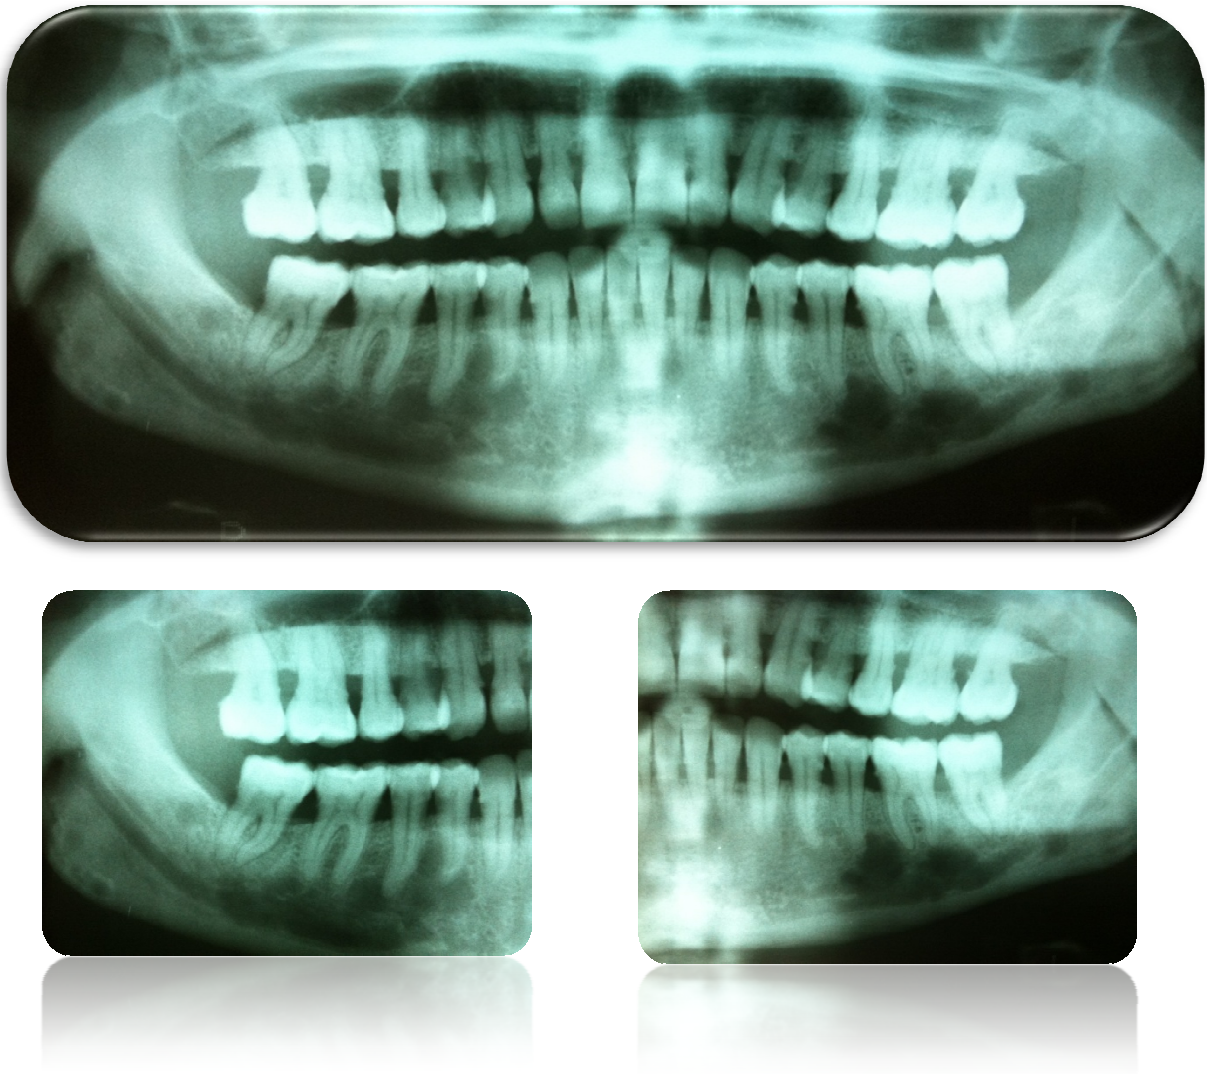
1. Ortopantomografía y detalles, de lesiones osteolíticas en pacientes con mieloma múltiple.
